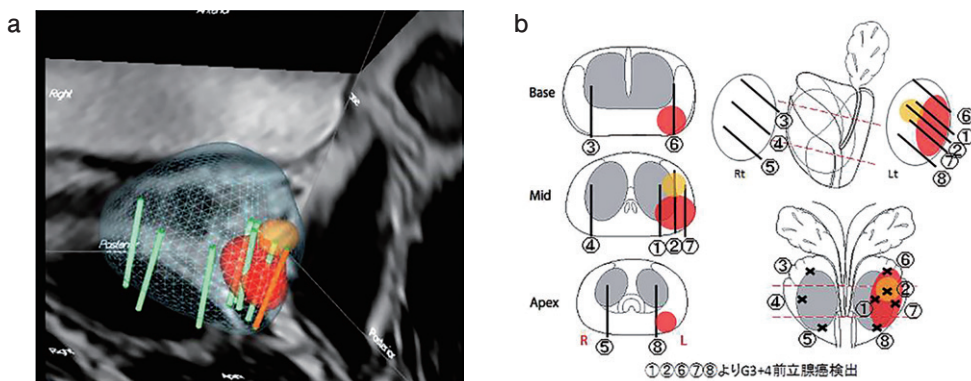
MRI-US fusion生検と3D-Cancer mapping
